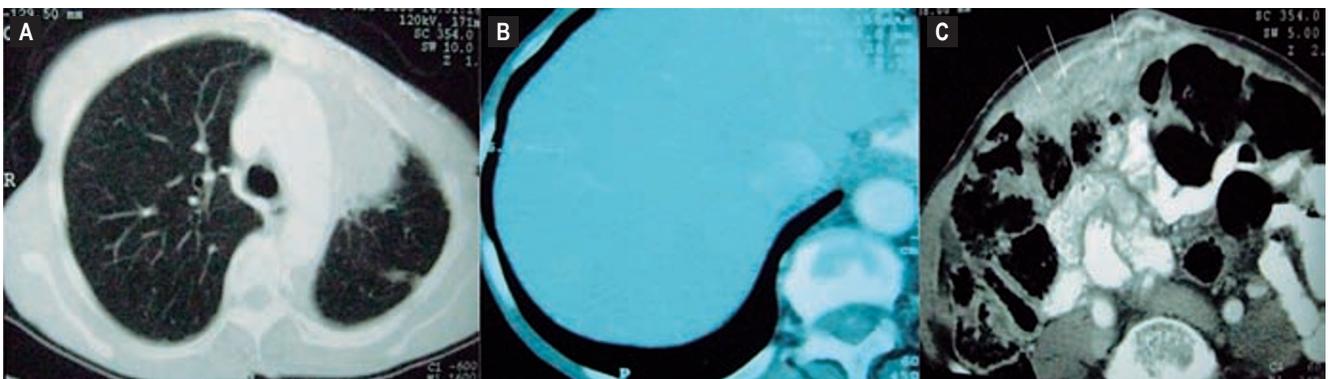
TAC torácica e abdominal (13/03/08) após 14 meses de erlotinib com (A) aumento do T (B) aparecimento de metástases hepáticas e (C) implantes peritoneais
